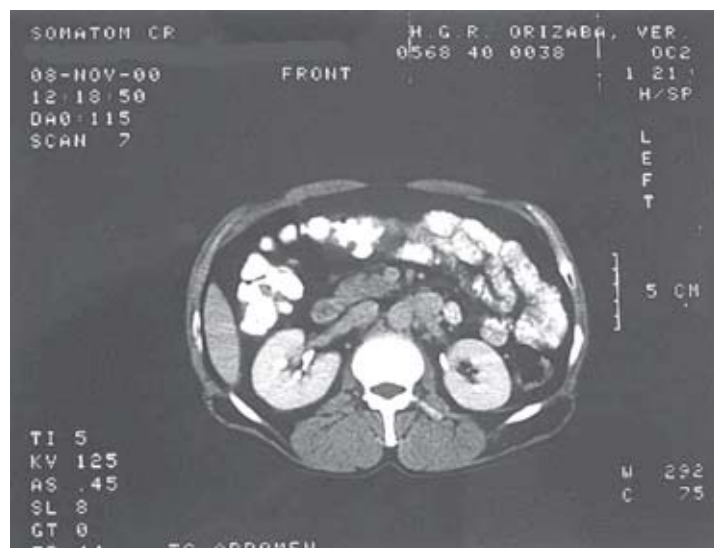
Tomografía axial computarizada con medio de contraste en donde se hacen evidentes los sacos herniarios sin contenido peritoneal.
